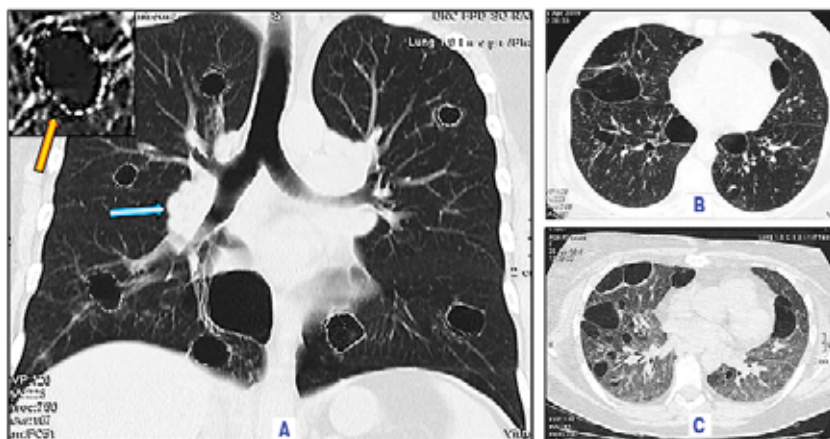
Больная А. 45 лет. Саркоидоз, легочно-медиастинальная форма. Мультиспиральное компьютерно-томографическое исследование: А — мультипланарное реформирование в коронарной проекции; В — аксиальный срез в нижней зоне на вдохе; С — аксиальный срез в нижней зоне на выдохе
